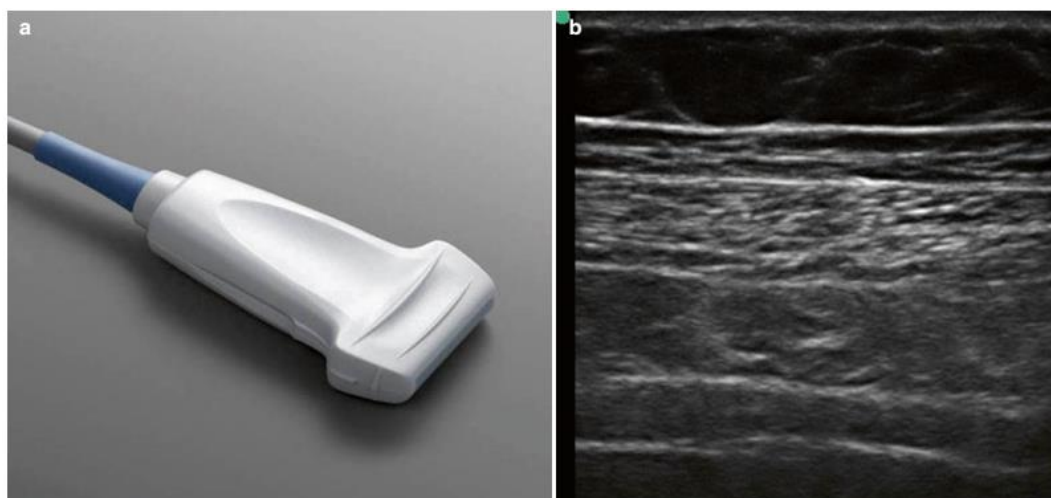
Tampilan USG Posisi Transversal¹¹
